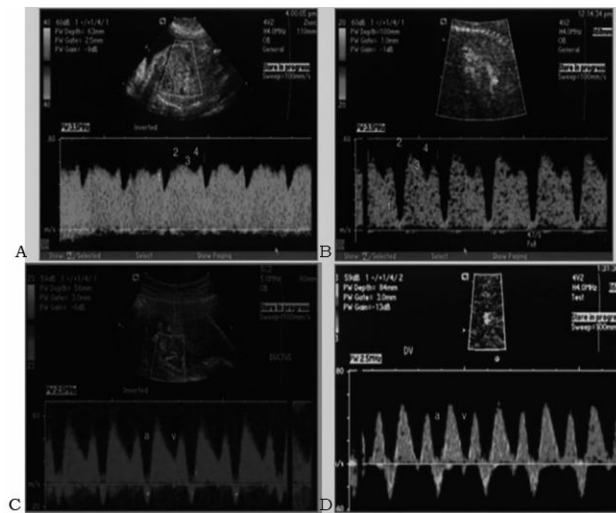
Doppler del ductus venoso
